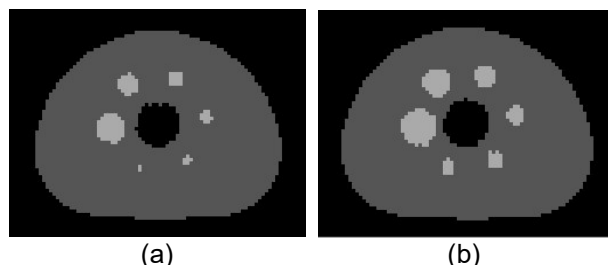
Imagem PET da fatia 11/21 segmentada após aplicação do método *K-means Clustering* com 3 *clusters*: (a) sem conversão para 8 bits; e (b) com conversão para 8 bits.
